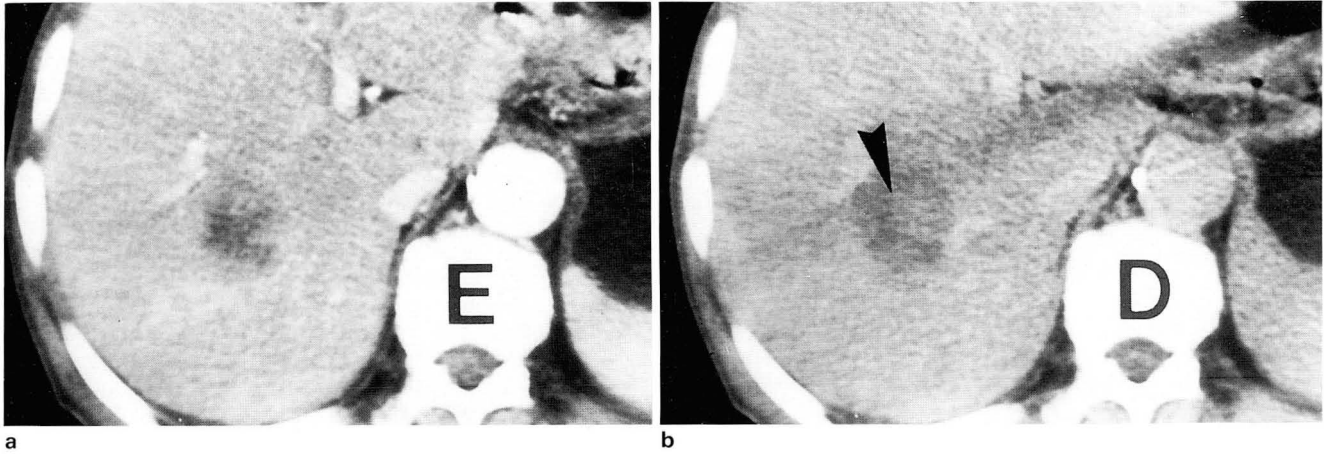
a. Early phase of bolus dynamic CT shows central low attenuation area and peripheral high attenuation area, example of type II.
